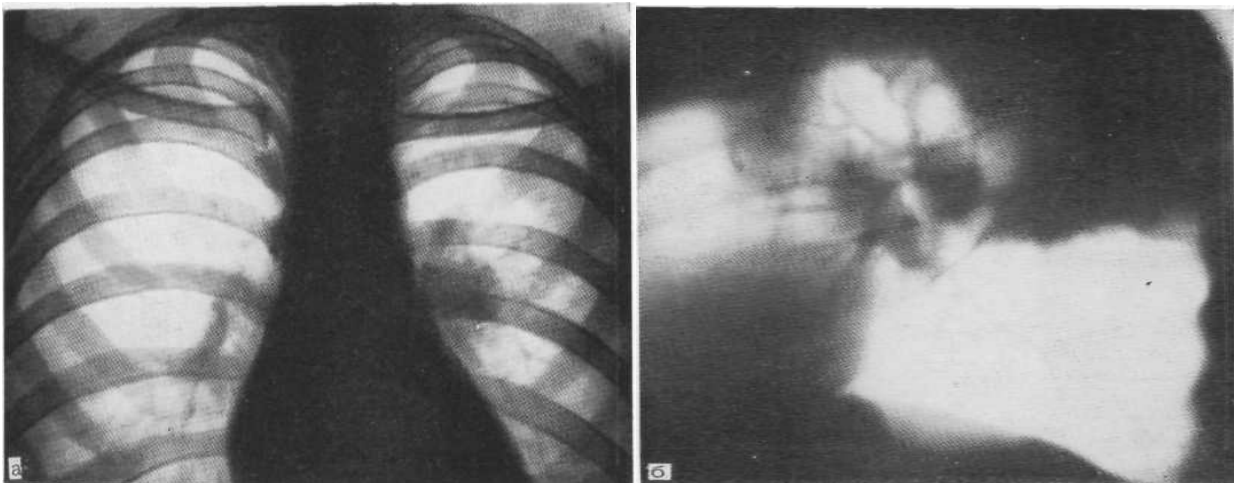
Оглядова рентгенограма (а) і томограма у боковій проекції (Лівобічний первинний комплекс: а) збільшені бронхопульмональні лімфатичні вузли зліва; б) у VI сегменті пневмонієподібне затемнення — легеневий компонент первинного комплексу).
